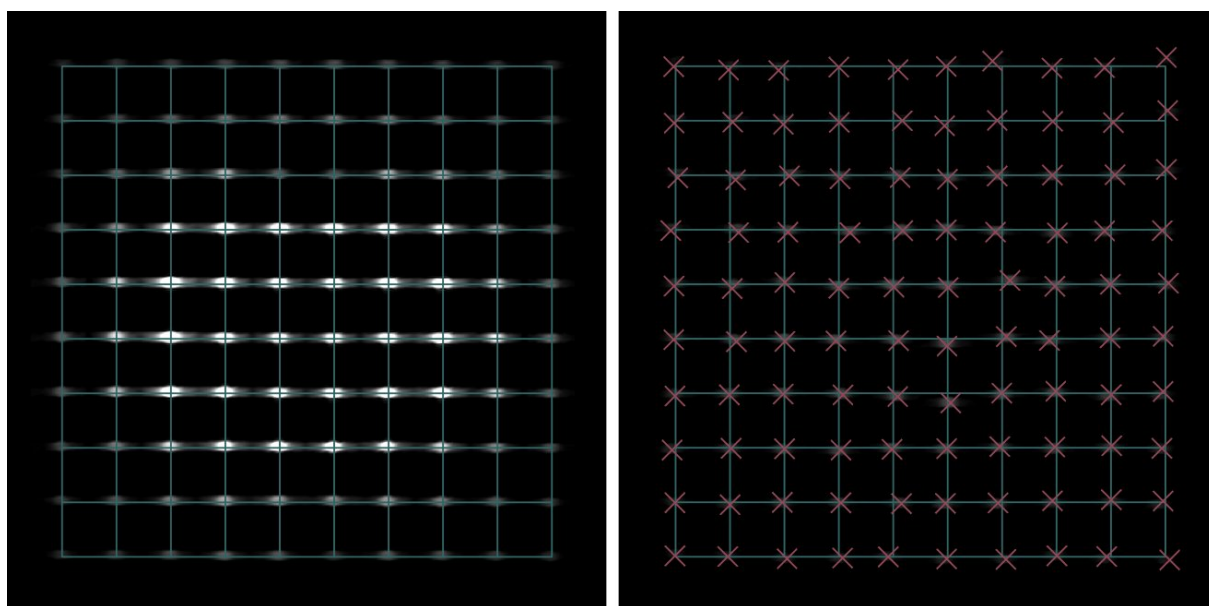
Vergleich der obersten (links) und untersten (rechts) MRT-Schicht mit überlagertem 1-cm-Gitternetz (grün) und der fotografisch nachgewiesenen Position der Spitze der 100 Bohrungen (rot)
